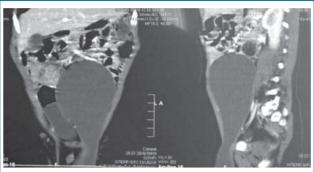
Фронтальный и сагиттальный срез КТ: объемная структура неправильной формы, с тонкими стенками, жидкостным содержимым, соединяющаяся с полостью мошонки через расширенный паховый канал слева.
